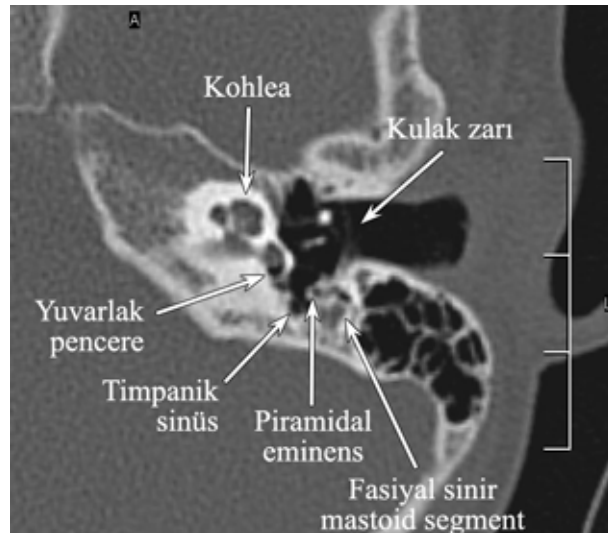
Temporal kemiğin inkudomalleal eklem düzeyindeki aksiyel BT kesiti.
